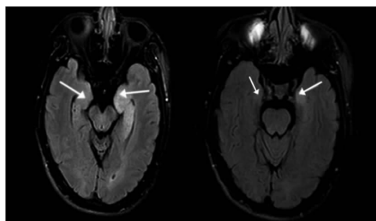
患者头颅 MRI Flair 像,可见两侧海马高信号,以左侧明显(箭头所指)
